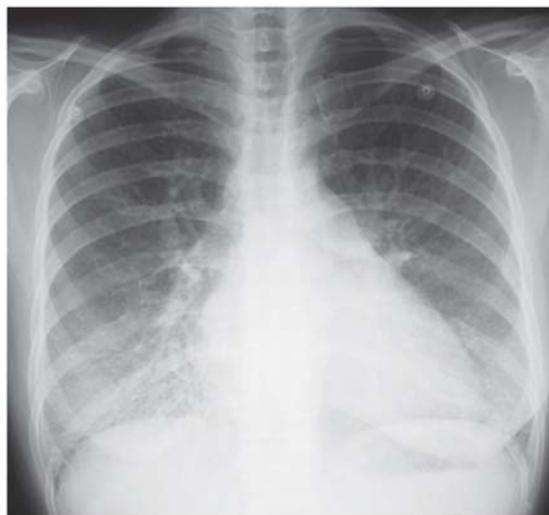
Radiografía tórax posteroanterior: Líneas B de Kerley, en el tercio inferior del hemitórax derecho: engrosamiento del intersticio peribroncovascular.
